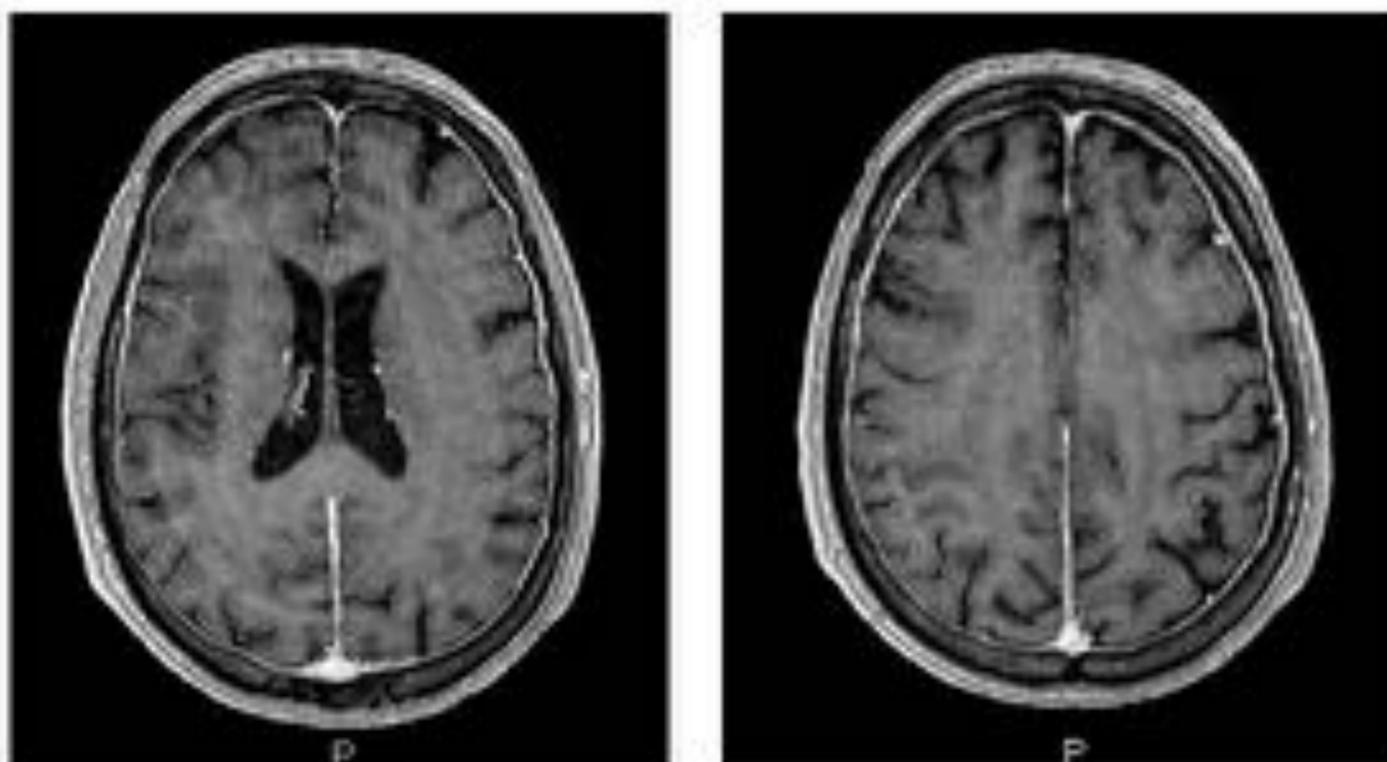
RM de cráneo, secuencia T1 con contraste. Marcado engrosamiento difuso meníngeo (predominantemente duramadre) compatible con meningitis en el contexto clínico del paciente.
